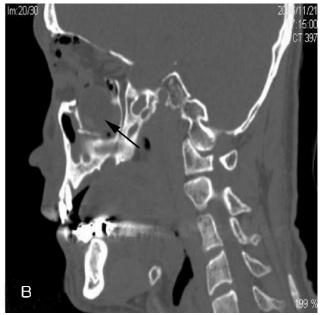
(A) Preoperative coronal CT scan shows fracture of the left inferior and medial orbital wall and herniated eyeball (arrow) in the maxillary sinus. Large amount of hemorrhage was found within the ethmoid and maxillary sinuses. (B) Preoperative sagittal CT scan shows herniated eyeball(arrow) in the maxillary sinus.
